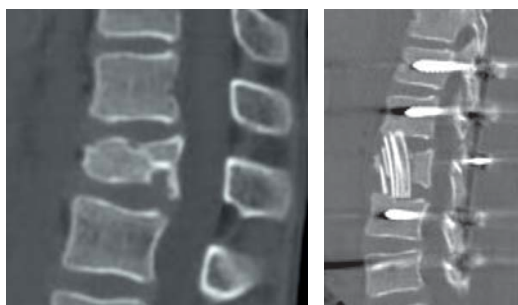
Компьютерная томограмма поясничного отдела позвоночника больного П. до и после операции
